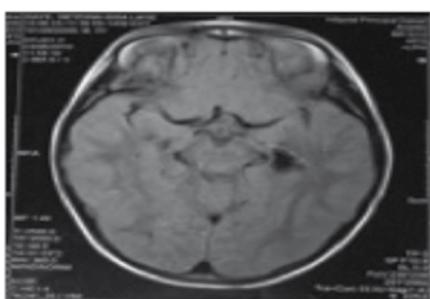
IRM cérébrale montrant une atrophie temporelle gauche (Observation 2).
